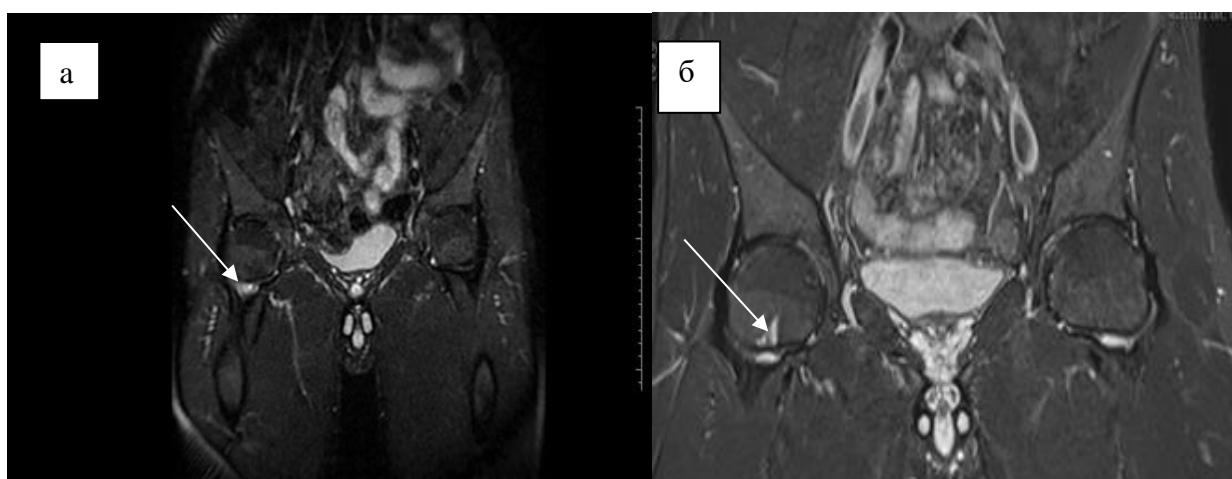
Больной Г. МРТ ТБС режим STIR:
